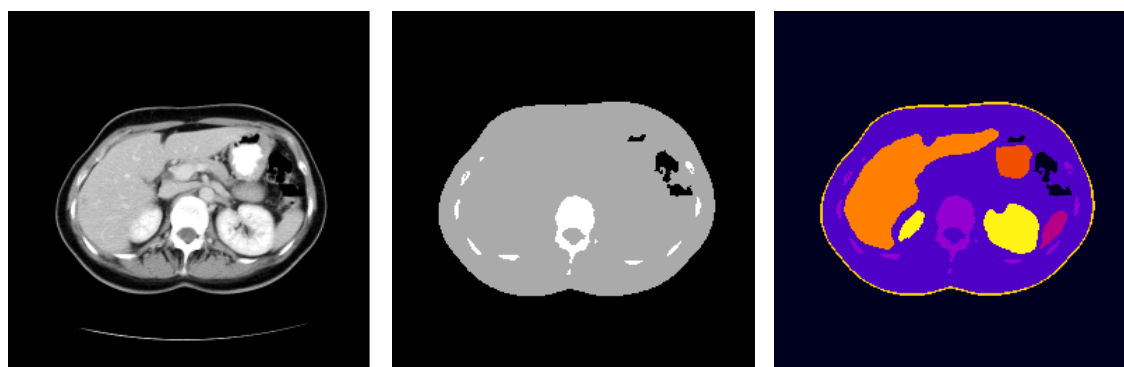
Imágenes de planificación de cada uno de los pacientes escogidos para representar las morfologías “delgado”, “estándar” y “grueso” para mujeres (a) y hombres (b), indicando los cortes extremos de irradiación. Como ejemplo, también se muestra la segmentación en materiales y órganos a partir de las imágenes axiales originales de TC (c).
